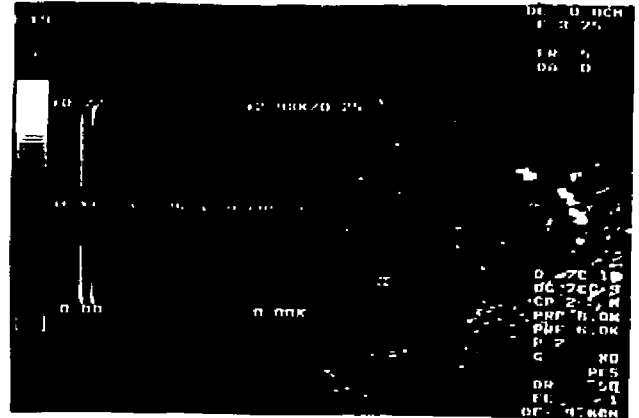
TROMBOSIS DE ARTERIA POLAR SUPERIOR. Doppler duplex color con ausencia segmentaria de vascularización en polo superior del injerto, sin que se detecten ondas arteriales.
